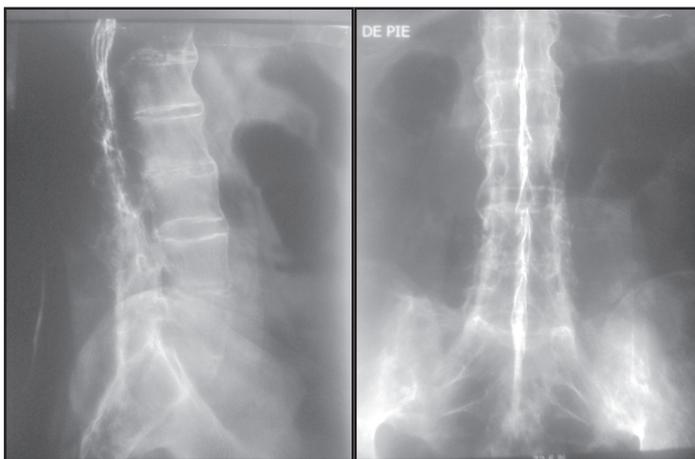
Radiografía de columna lumbar anquilosis con puentes óseos entre los cuerpos vertebrales formando columna en “caña de bambu”.
